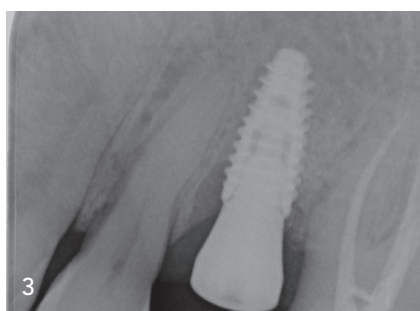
Initialer periimplantärer Knochenabbau. – Abb. 4: Anwendung der Reinigungslösung PERISOLV anhand des CLEAN&SEAL Konzeptes. – Abb. 5: Klinisches Bild nach Applikation von PERISOLV/Auflösung und Ablösung des Granulationsgewebes. – Abb. 6: Klinische Situation nach Reinigung des Defektes und Entfernung des Granulationsgewebes. – Abb. 7: Applikation der Hyaluronsäure hyaDENT BG zur Stabilisation der periimplantären Gewebe. – Abb. 8: Wiedereinsetzen des Gingivaformers und erneute xHyA-Applikation. – Abb. 9: Röntgenologische Kontrolle nach vier Monaten/complete Ausheilung des periimplantären Defektes. – Abb. 10 und 11: Klinisch ausgeheilte und entzündungsfreie Situation/keine erhöhte TST.
